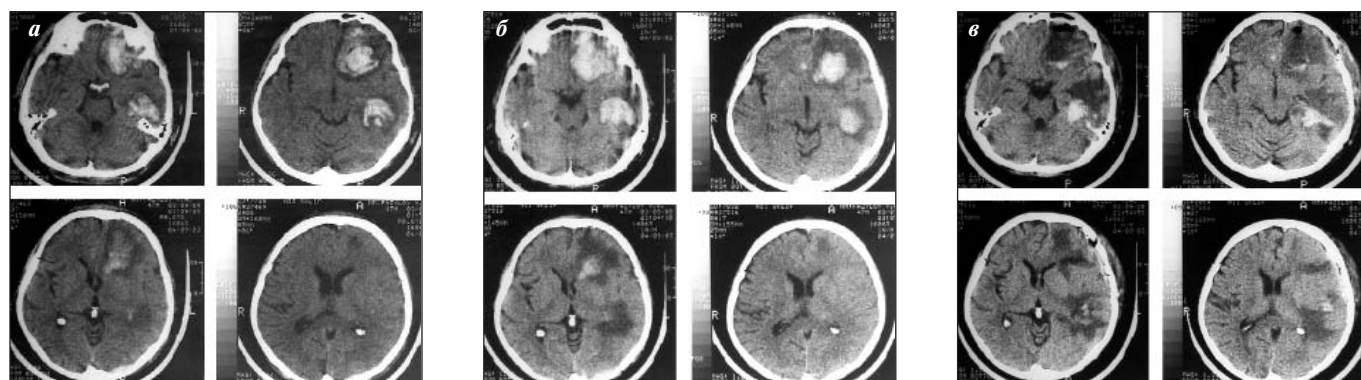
КТ при ушибе головного мозга.
